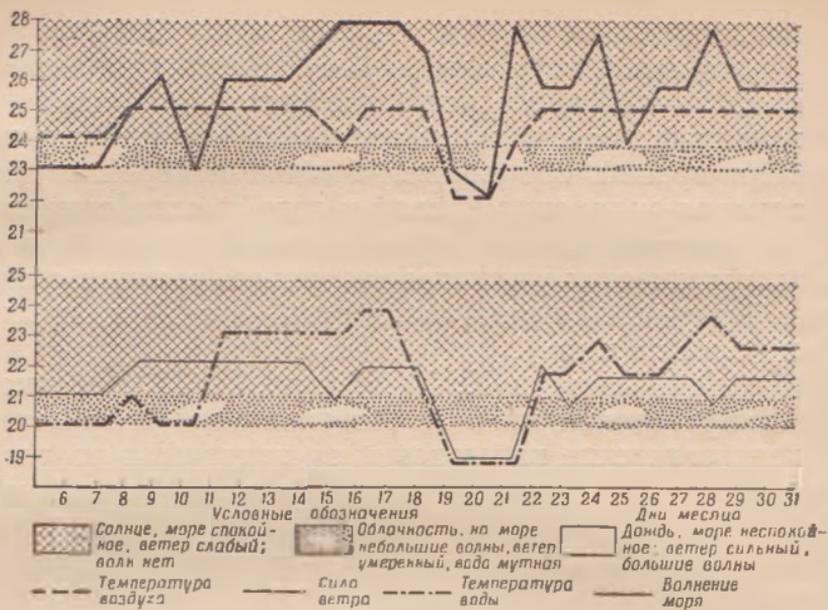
Температура воздуха и воды с 6 по 31 июля 1956 г. в районе г. Гудаута (Грузинская ССР)
